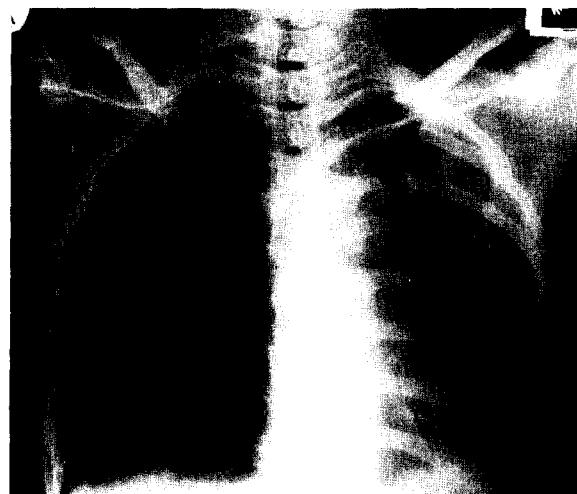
Postoperation chest roentgenogram showing resection of cervical and first rib
